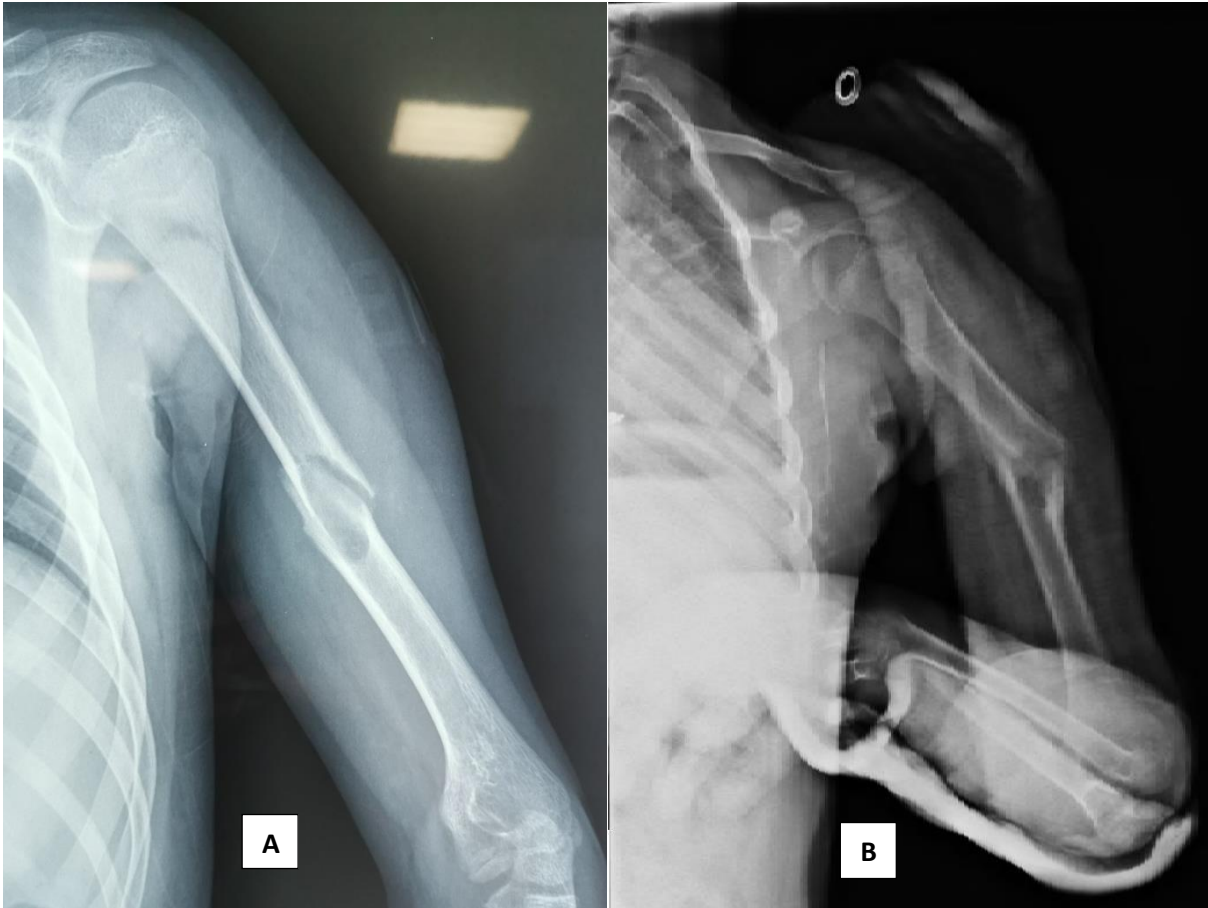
A : radiographie standard de l'humérus gauche chez un patient âgé de 13 ans (cas n° 27), montrant une fracture médio-diaphysaire de l'humérus sur kyste osseux essentiel
